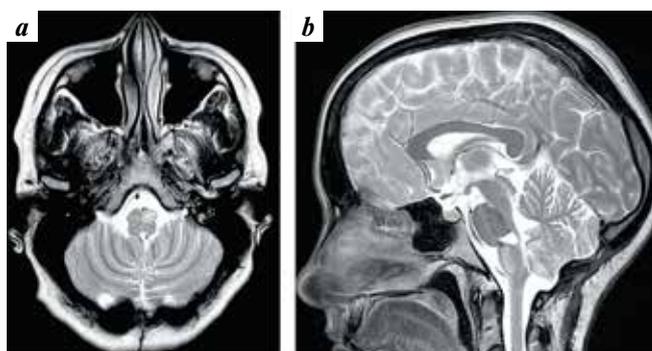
Brain magnetic resonance images of female patient K. one year after surgery: coronal (a) and sagittal (b) projections. Left-sided hypertrophy of the olivary body
